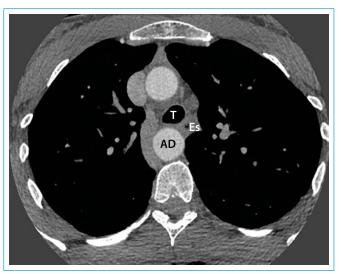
TAC torácico en la que se objetiva aorta descendente (AD) en posición central, por detrás de la tráquea (T) y el esófago (Es)
